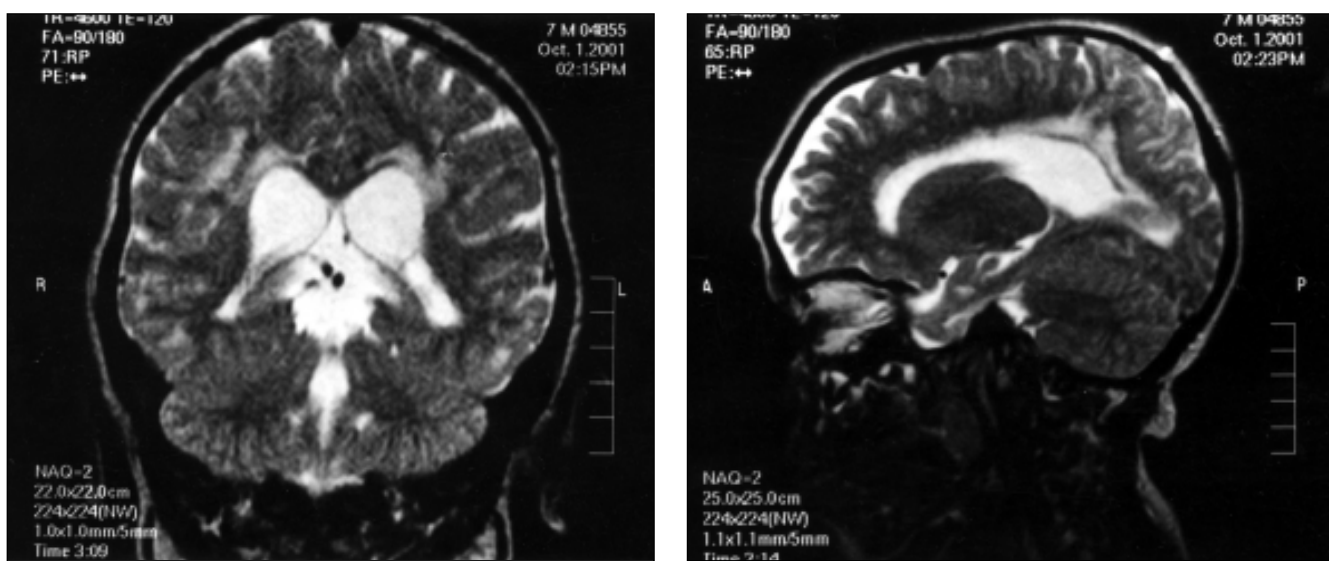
Ressonância magnética do encéfalo. Lesões hiperintensas em T2 na substância branca (cortes coronal e sagital).
